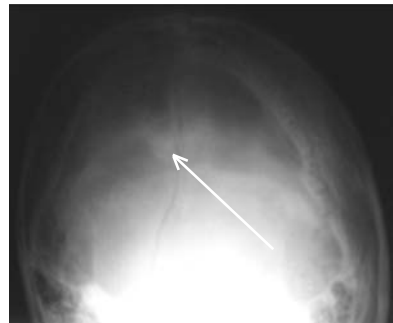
Прицельная рентгенограмма затылочной кости. Определяется линейный перелом чешуи затылочной кости (стрелка).
